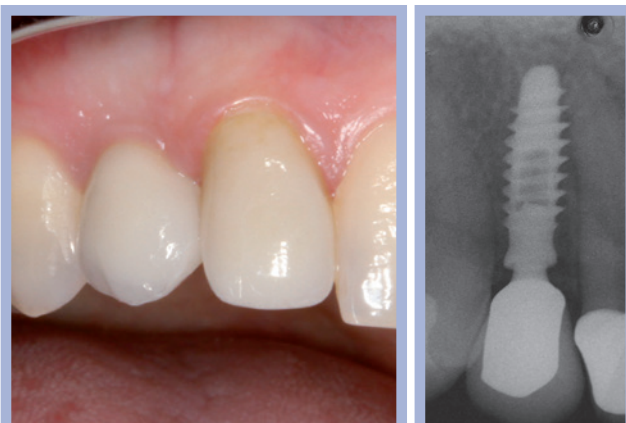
Manufatti di destra e radiografia di controllo. Si noti l'ottima integrazione tissutale
